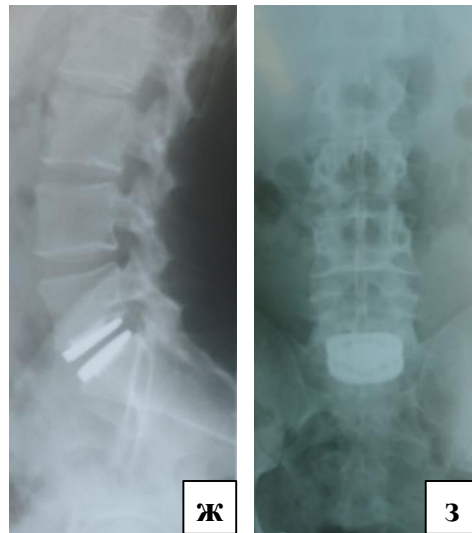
(Продолжение) – Пациент Р., 35 лет; дегенеративное заболевание пояснично-крестцового отдела позвоночника на уровне L<sub>v</sub>–S<sub>1</sub>: ж – контрольная рентгенограмма пояснично-крестцового отдела позвоночника после оперативного вмешательства (PI 51°, PT 12°, SS 40°, L<sub>1</sub>–S<sub>1</sub> LL 60°); з – контрольная фронтальная рентгенограмма пояснично-крестцового отдела позвоночника. ВАШ, поясничный отдел, до операции – 78 мм, ВАШ, нижние конечности, до операции – 82 мм, ODI до операции – 66 баллов; ВАШ, поясничный отдел, через 24 месяца – 5 мм, ВАШ, нижние конечности, через 24 месяца – 2 мм, ODI через 24 месяца – 6 баллов, по шкале Macnab – отличный исход
